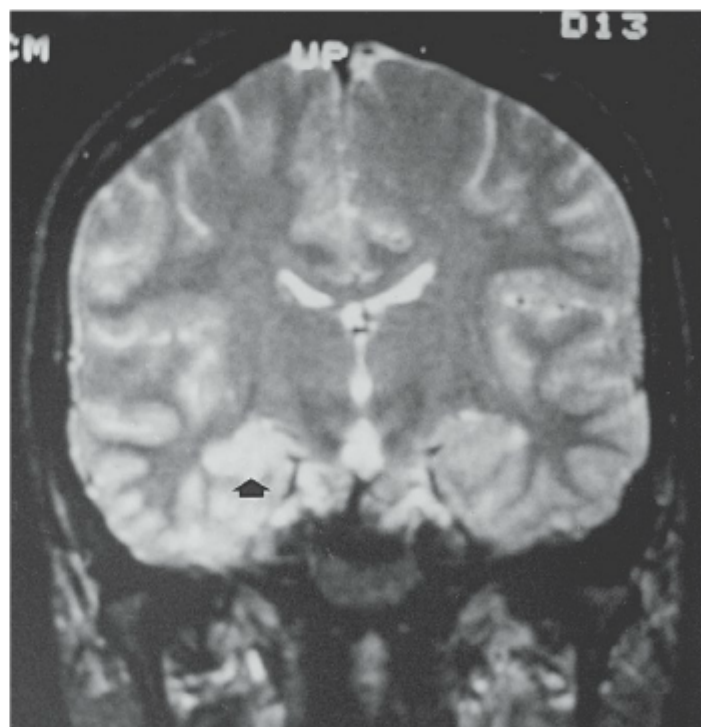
Exame de RM em corte coronal ponderado em T2 revelando gliose das estruturas temporais mesiais (seta).
